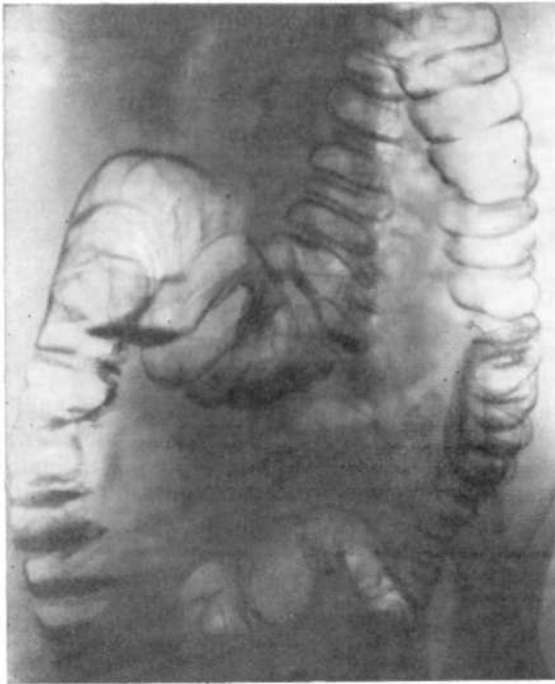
Обзорная рентгенограмма ободочной кишки. Хронический левосторонний колит (колоноскопия).
